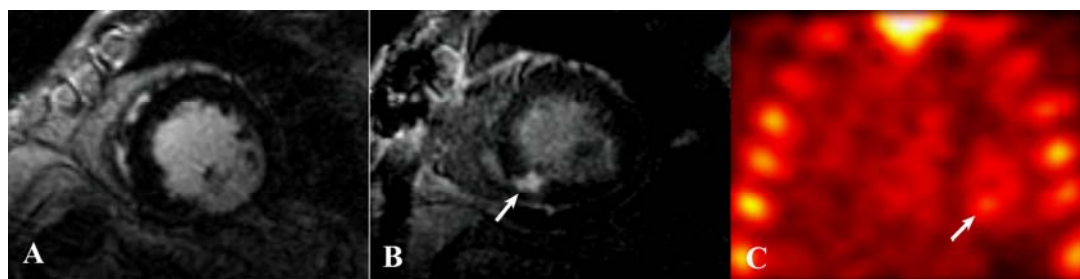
Correspondência entre o achado de necrose miocárdica perioperatória à RMC e à cintilografia miocárdica, com pirofosfato de tecnécio-99m, em um dos pacientes estudados. A: imagem pré-operatória de ressonância, em eixo curto, sem áreas de realce tardio miocárdico. B: imagem pós-operatória de ressonância, no mesmo plano, evidenciando lesão focal, em segmento ínfero-septal medial do ventrículo esquerdo (seta). C: cintilografia pós-operatória, demonstrando captação do radiofármaco no mesmo segmento (seta).
